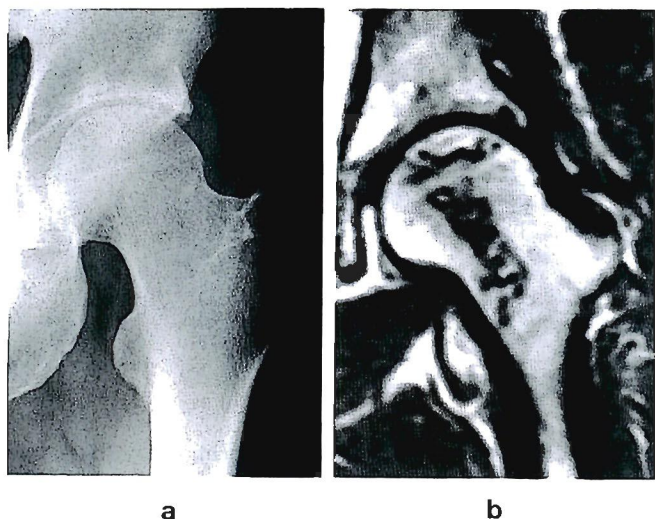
The case with normal radiographic finding (a) and abnormal T1-weighted MRI showing multiple band like and irregularly waved low intensities (b).
